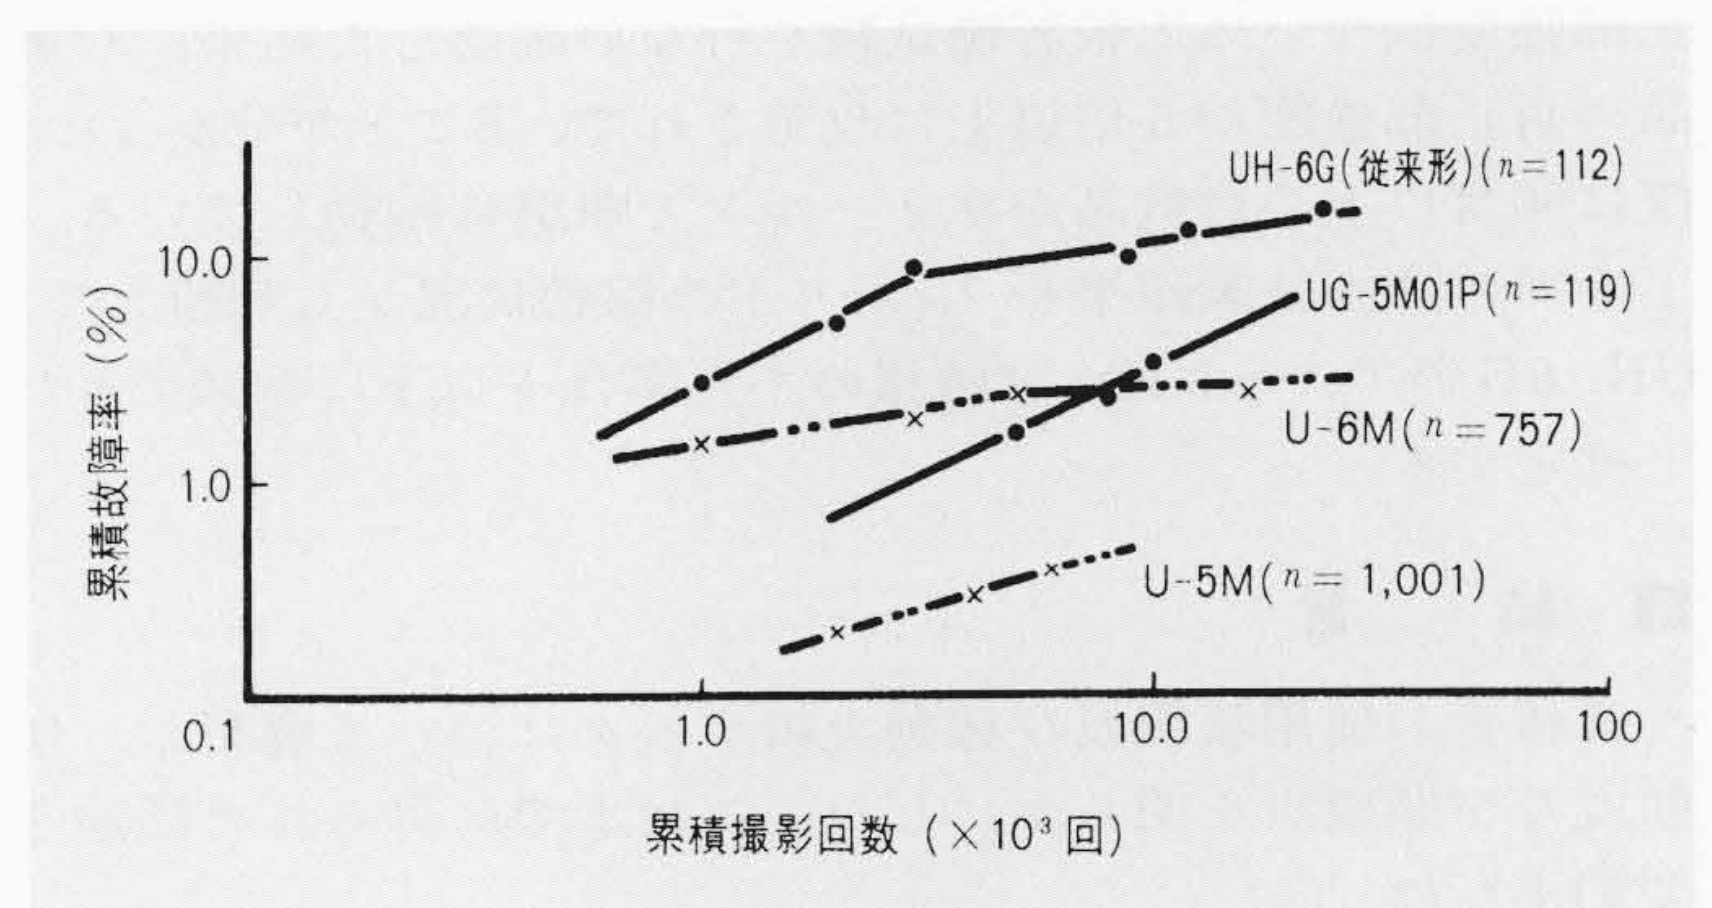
回転陽極X線管の稼動実績 調査対象管の累積故障率をワイブル確率紙で表わしたものである。
